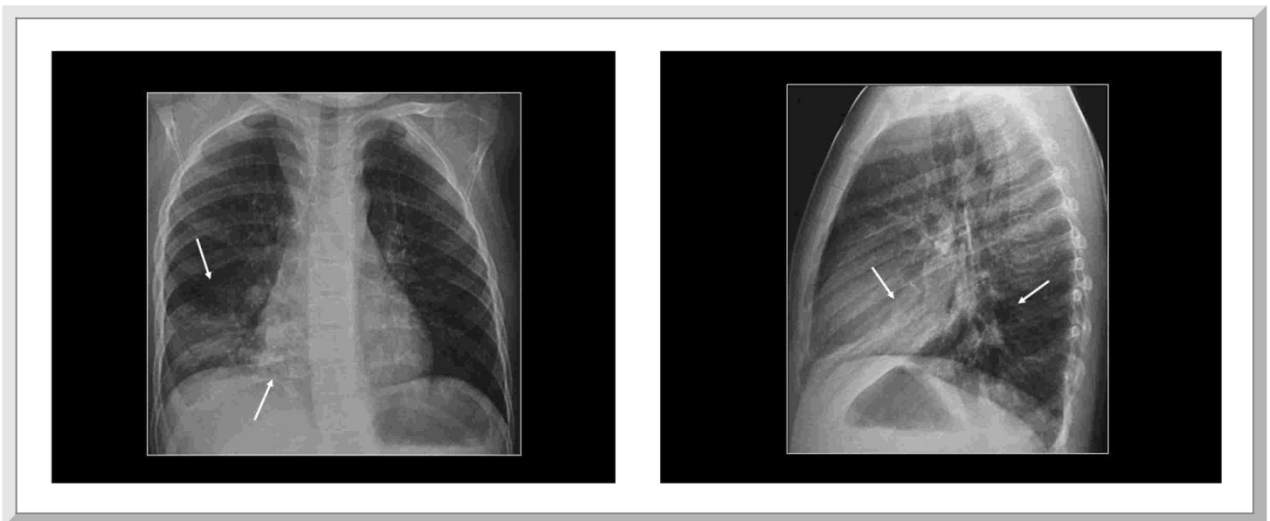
Radiografía de tórax AP (a) y lateral (b), muestran sombras de predominio Intersticial, con algunas áreas de compromiso alveolar, en ambos lóbulos inferiores y en el lóbulo medio derecho (flechas).
